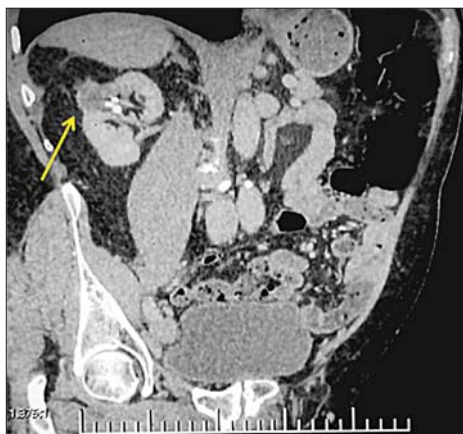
МСК-томограмма. МПР, паренхиматозная фаза. Опухоль правой почки (стрелка)
